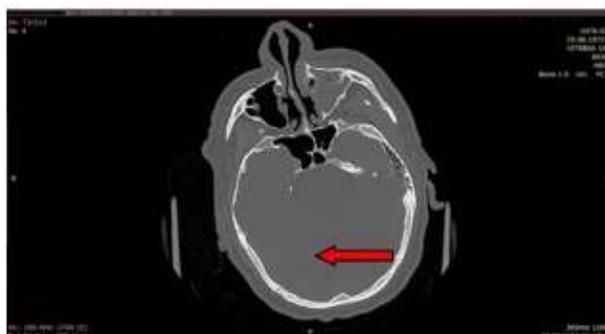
КТ верхнечелюстных пазух пациента на 6 сутки ИВЛ и постановки назогастрального зонда
